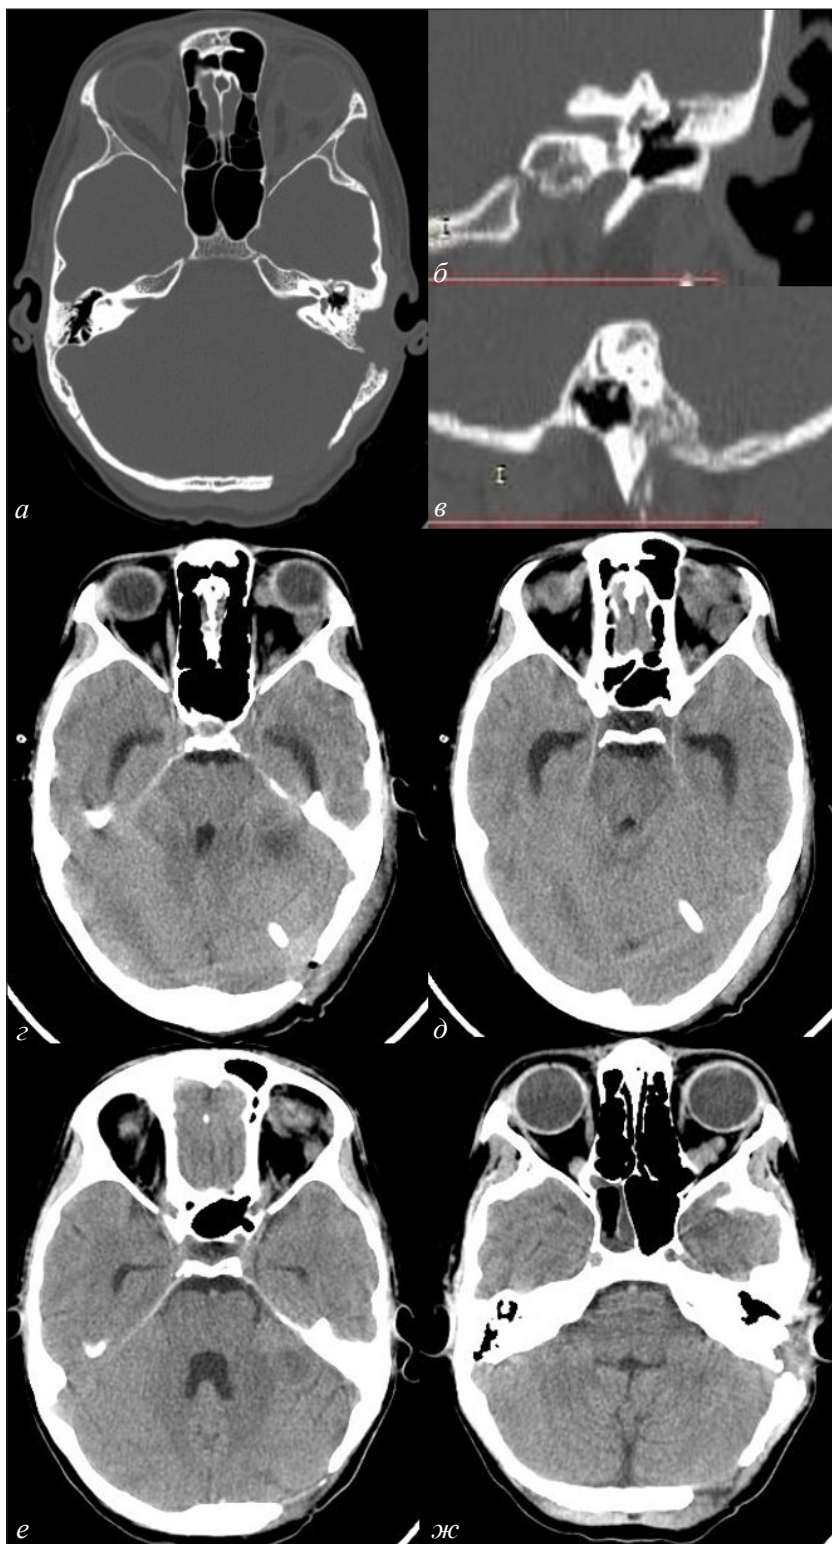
КТ височных костей в аксиальной проекции (а), в коронарной проекции (б) и сагитальной проекции (в) и головного мозга без контрастирования в аксиальной проекции (г–ж) пациента К., 16 лет, после хирургической санации очагов инфекции: а–в – послеоперационные полости среднего уха и сосцевидного отростка без воспалительных явлений; г, д – КТ головного мозга через 5 дней после оперативного лечения, жидкостных образований не выявлено, отек вещества головного мозга, смещение срединных структур умеренно выражено; е, ж – КТ головного мозга на 17-е сутки после хирургической санации очагов инфекции, образований, смещения срединных структур головного мозга не выявлено
